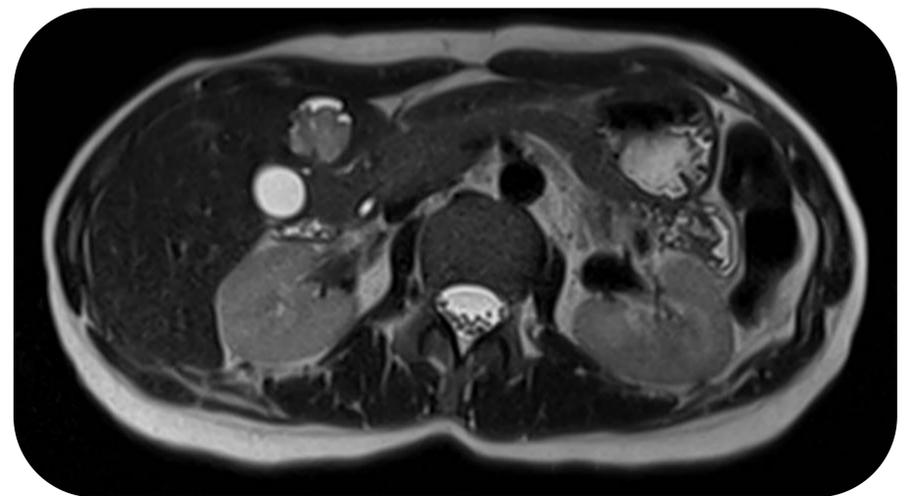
RMN addome superiore con mdc epatospecifico. Fase T2 haste. A carico del parenchima epatico, in S4b, in sede sottoglissoniana si apprezza lesione solida tondeggiante polilobulata di 21x21x18 mm a struttura mista per la presenza di componente solida posteriore ed alcune aree con segnali di tipo fluido in sede anteriore periferica; la componente solida è caratterizzata da disomogenea iperintensità nelle sequenze T2w.
